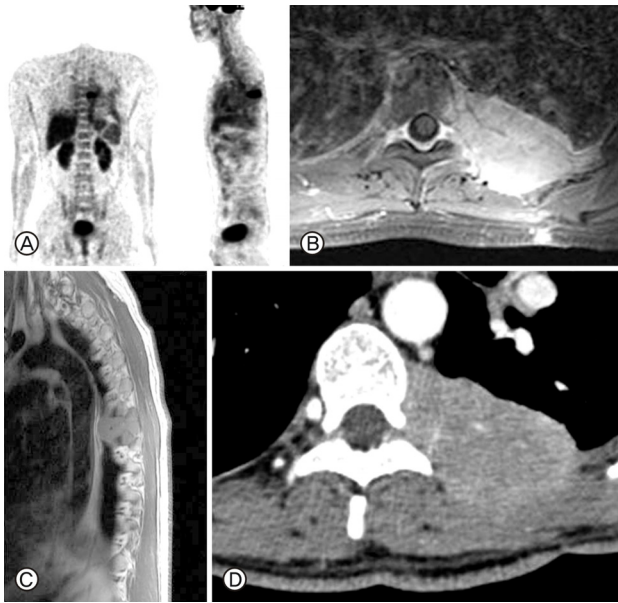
Case 2. A 38 year old man. A: Whole body PET, B: Preoperative enhanced T1 weighted axial MRI. The metastatic nasopharyngeal cancer is invading thoracic vertebra, chest wall and ribs. C: Preoperative T1 weighted sagittal MRI. D: Preoperative CT shows T6 vertebral involvement of the tumor.
